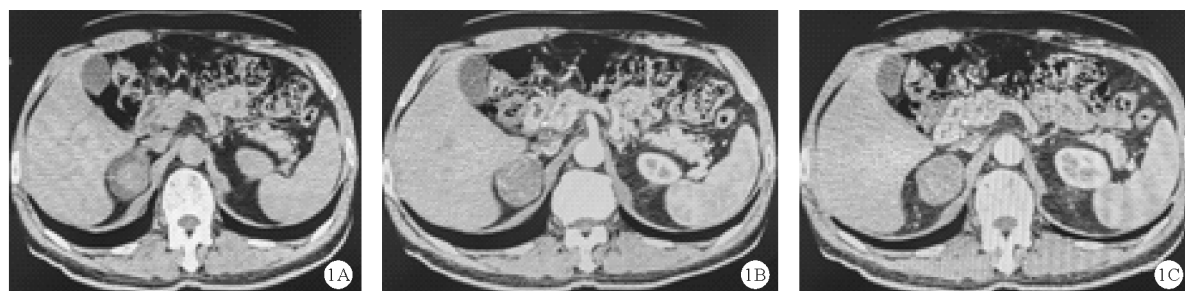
病例9的肾上腺CT检查结果(A:CT平扫示不均匀混杂低密度影,边界较清,内见钙化及脂肪密度影;B:增强扫描动脉期可见不均匀强化;C:增强扫描静脉期可见不均匀强化,部分廓清;横断面)
